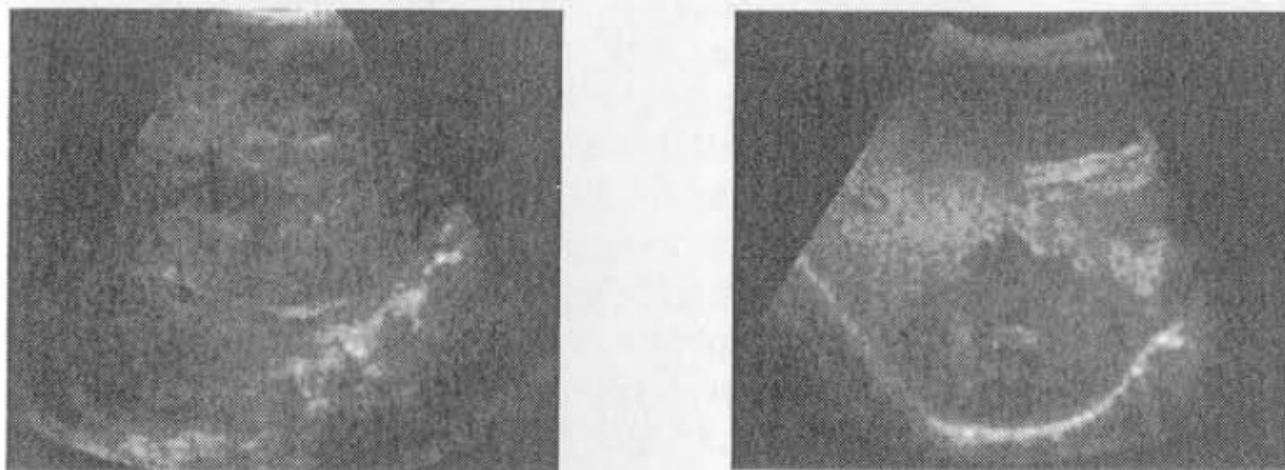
(Left) A fundamental mode image of a liver mass using a contrast agent. (Right) The corresponding second harmonic image, showing much clearer delineation of the tumor mass (©2000 ATL Ultrasound).
